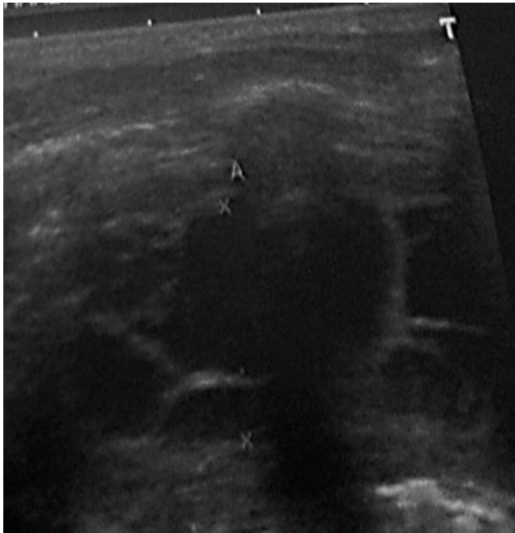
Échographie thoracique: épanchement pleural gauche cloisonné de moyenne abondance.
